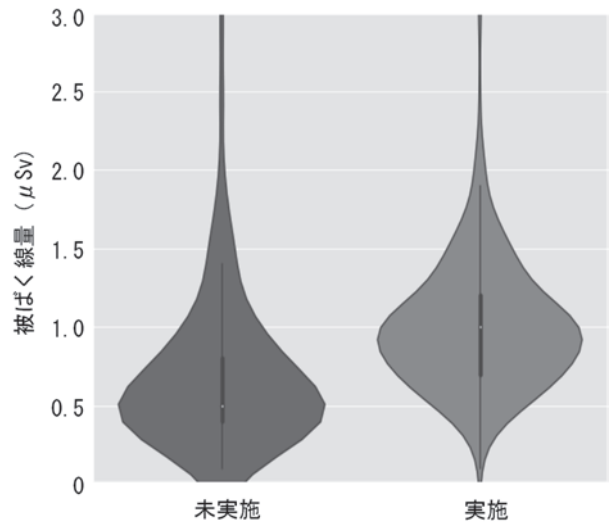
看護師の ¹⁸F-FDG 投与業務実施の有無による被ばく線量分布 (バイオリンプロット)
